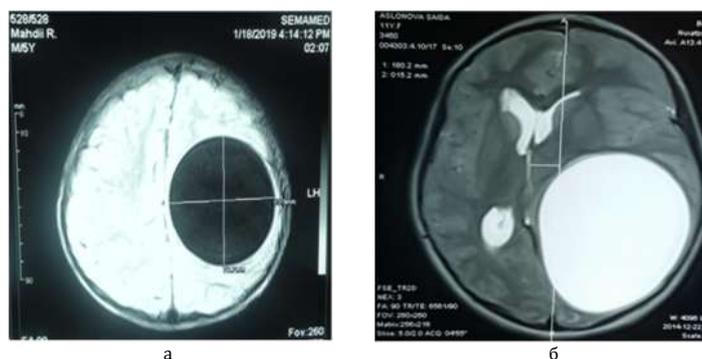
а, б - МРТ изображение эхинококковых кист головного мозга
